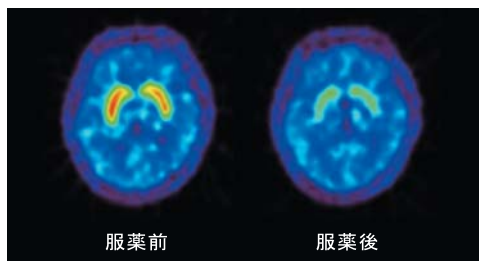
抗精神病薬の服用によりPET標識薬剤(^{11}C raclopride)の結合が低下
